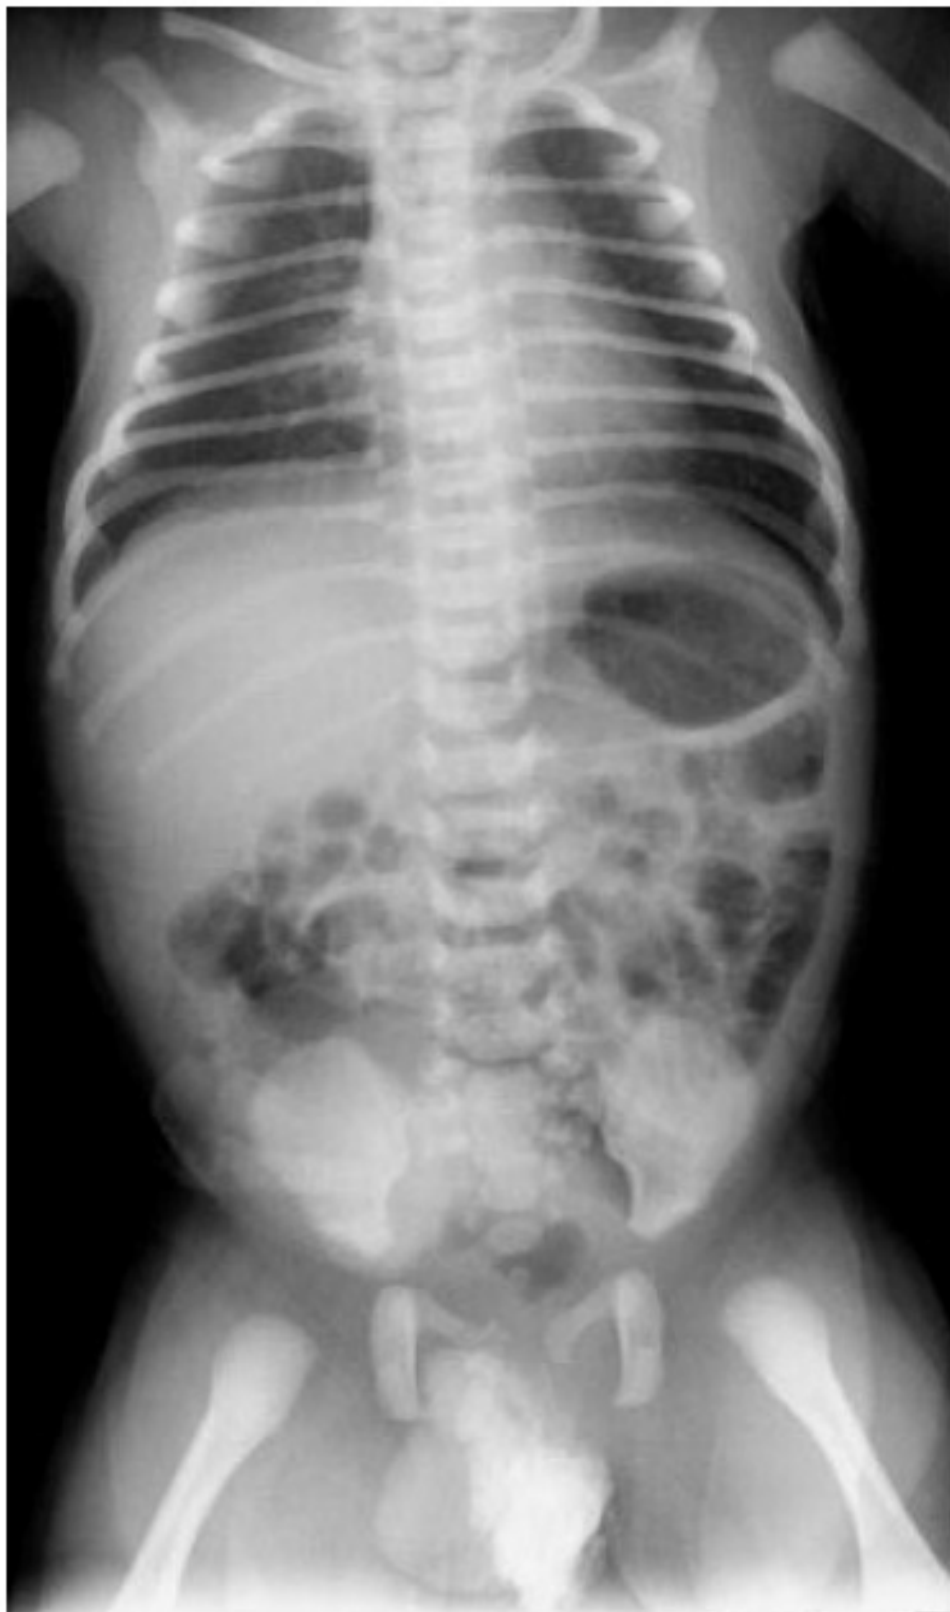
Radiographie thoraco-abdominale objectivant des calcifications au sein
